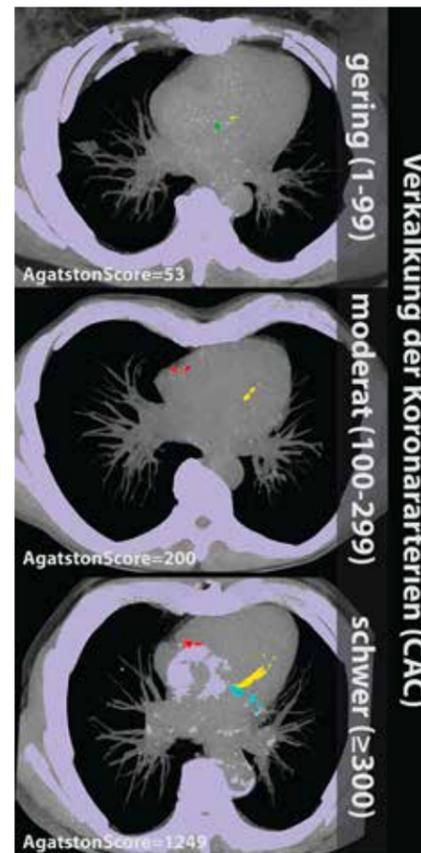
Verkalkung der Koronararterien und die Einteilung in gering, moderat und schwer wird Teil des strukturierten CT-Befundes des Lungenkrebs-Screening sein.
